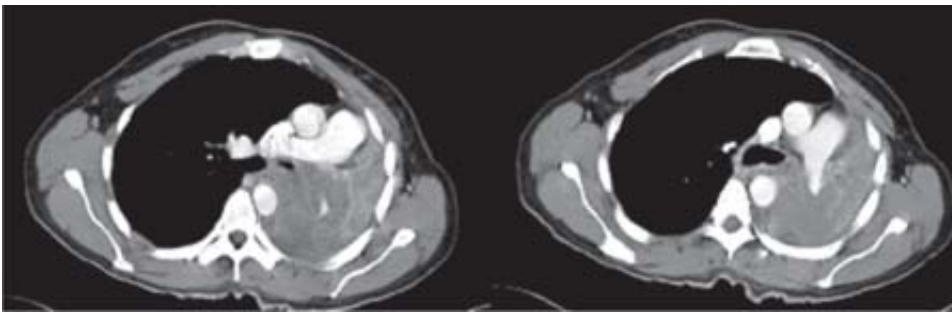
Tomografía computada de tórax.
